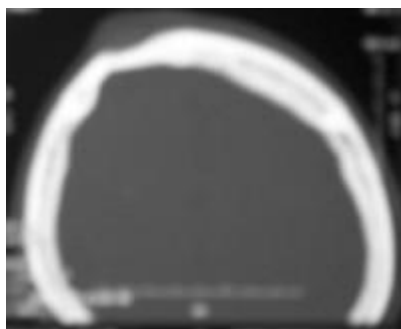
КТ в режиме костного окна свидетельствует о наличии эрозии на поверхности кости
